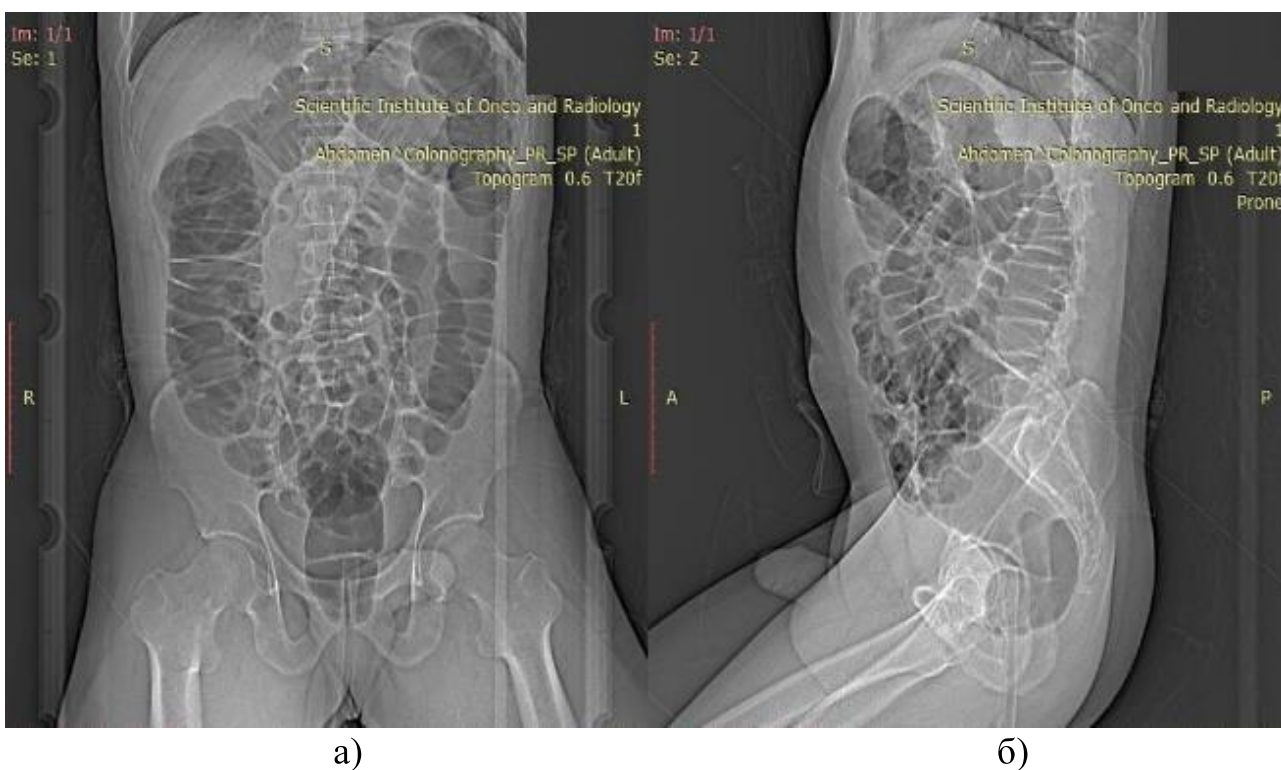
КТ топограммы брюшной полости и малого таза: а) в положении на спине и б) на правом боку
